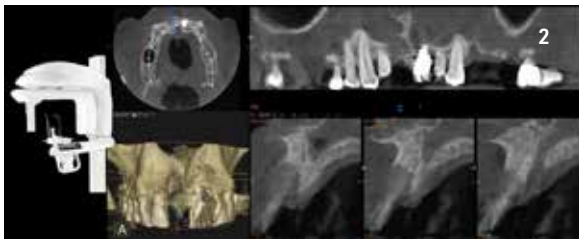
L'acquisizione dei dati è completata tramite cone beam computed tomography (CBCT), nello specifico con CS 9300® (Carestream Dental, Atlanta, USA).
